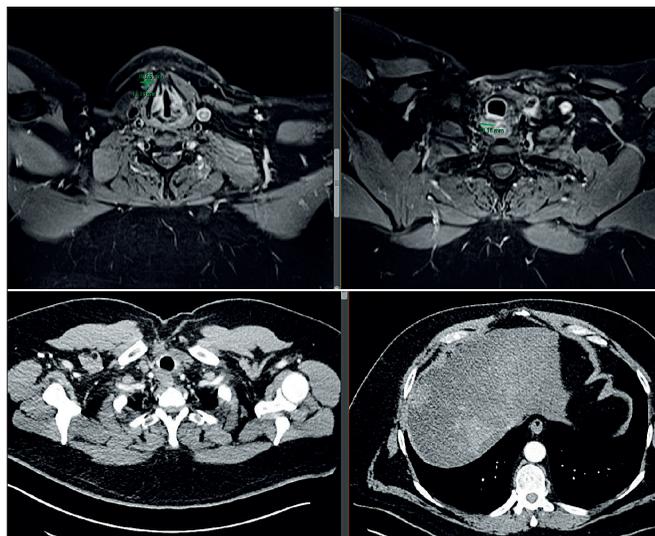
Control con TC + RMN.
